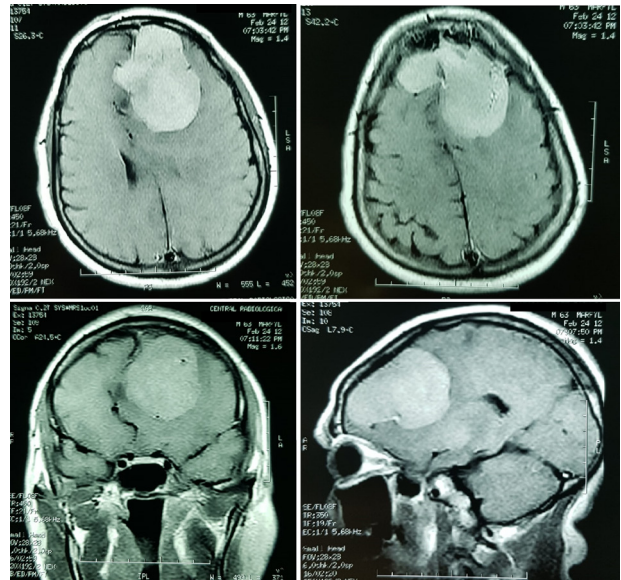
Resonancia magnética-febrero 2012
